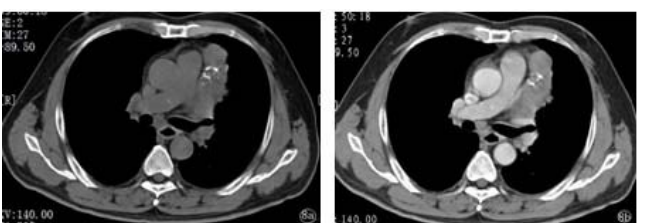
侵袭性胸腺瘤患者,男 55 岁,左侧前中纵隔区不规则软组织影,内见不规则钙化,平扫 CT 值约 49 HU,增强后 CT 值约为 73 HU,肿块侵犯左肺上叶及左侧心包
